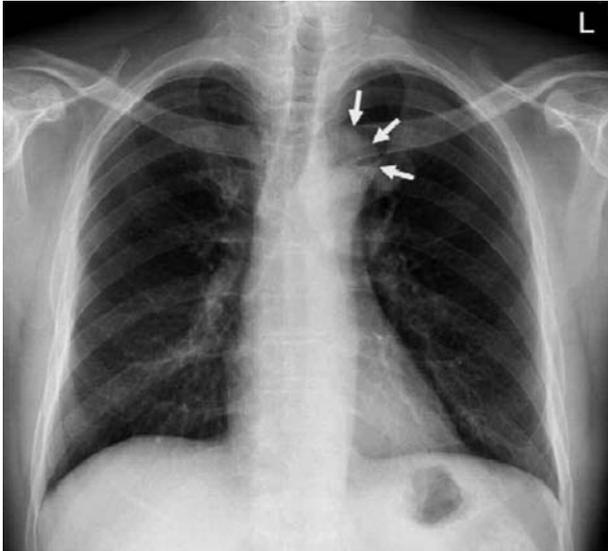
Chest radiograph on admission showing an abnormal mass in the left upper mediastinal area (arrows).
